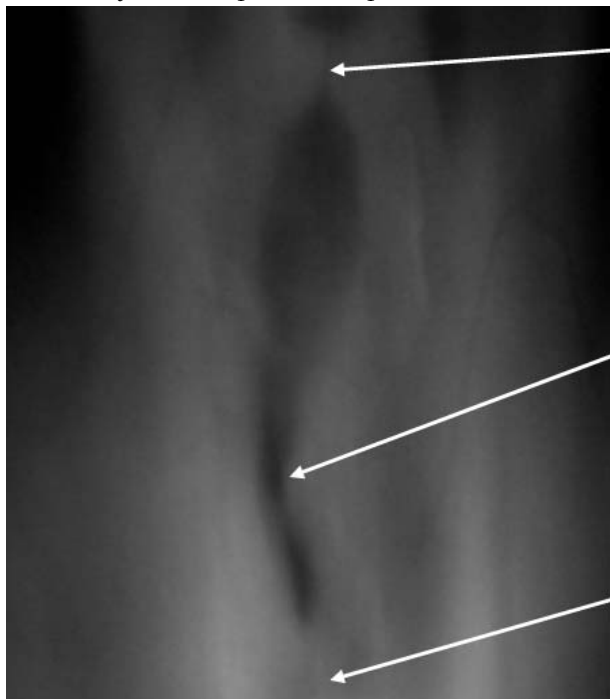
Рентгенограмма гортани и шейного отдела трахеи (прямая проекция) больного с сочетанным стенозированием просвета гортани и трахеи (стрелками указаны уровни стенозов ВНП)
